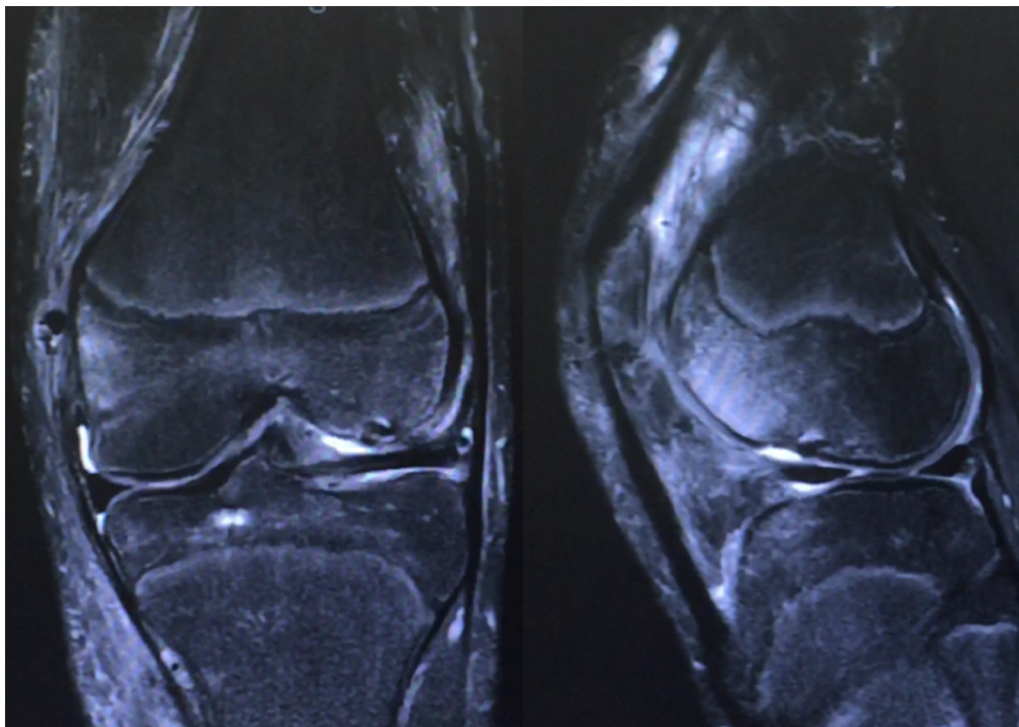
Ressonância magnética atual, mantém boa integração radiológica do fragmento.
